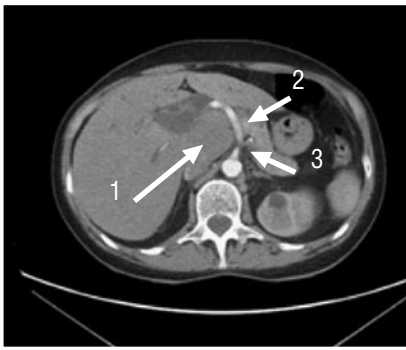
КТ брюшной полости с внутривенным контрастированием, артериальная фаза, поперечный срез. 1 — опухоль в проекции головки поджелудочной железы, 2 — общая печеночная артерия, 3 — чревный ствол.
